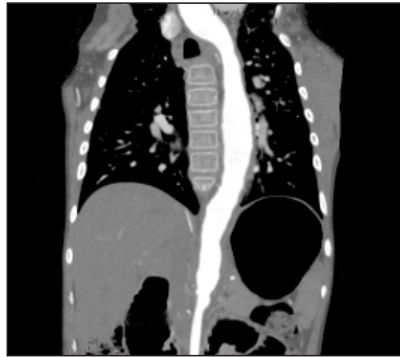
TAC – Corte coronal de tórax y abdomen. Irregularidad de la Aorta desde su nacimiento hasta las arterias renales.
